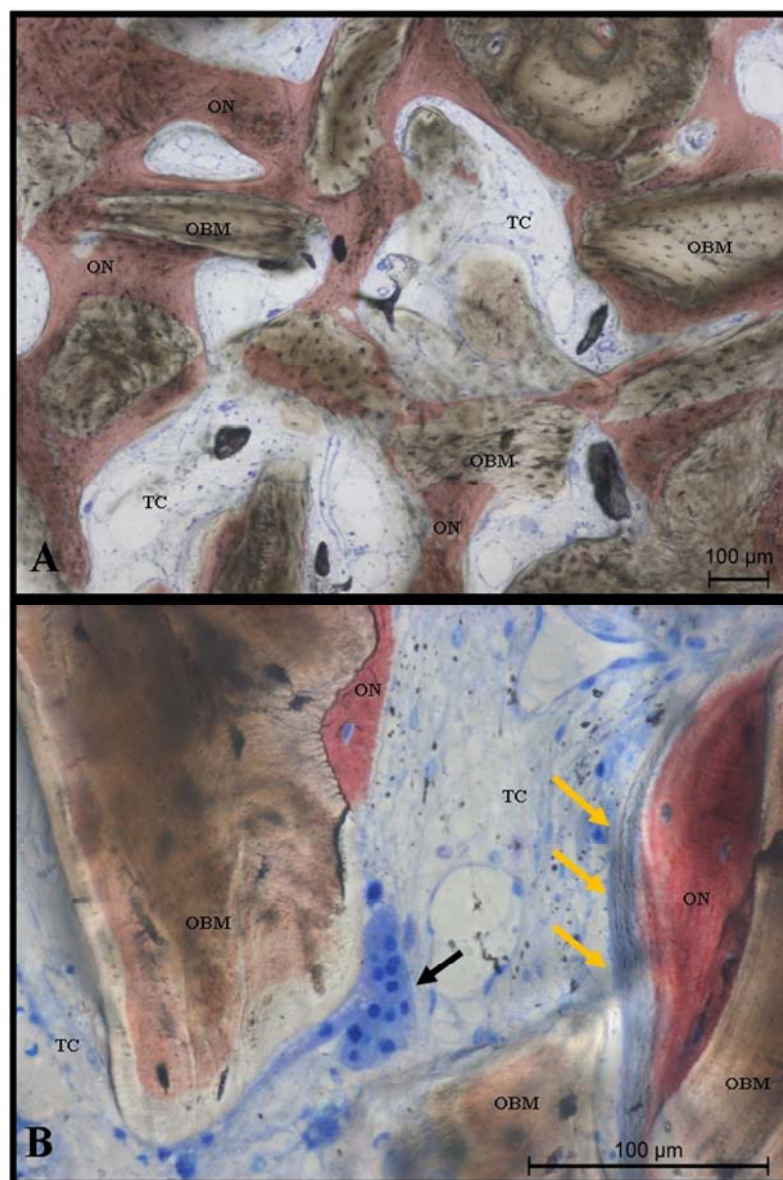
Fotomicrografia histológica em coloração azul de Stevenel e vermelho de Alizarina. A) Magnificação de 10x demonstrando íntimo contato entre OBM na superfície do osso coletado e osso neoformado (ON), B) Magnificação de 40x evidenciando presença de osteoclasto em superfície do OBM (setas escuras), osteóide em superfície de osso neoformado (setas amarelas) e tecido conjuntivo (TC).
